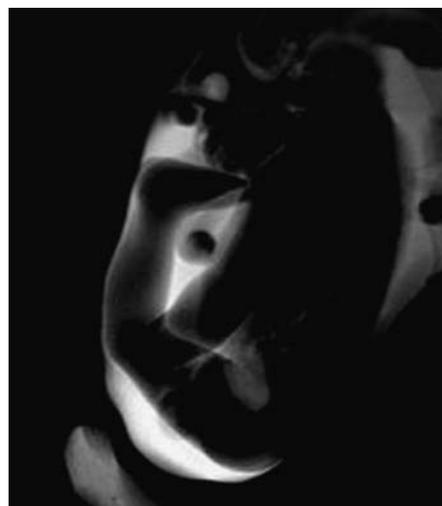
Магнитно-резонансная томограмма плода беременной П., 42 лет, при сроке беременности 30–31 нед. Стрелкой указан КС, фиксированный в положении переразгибания.
